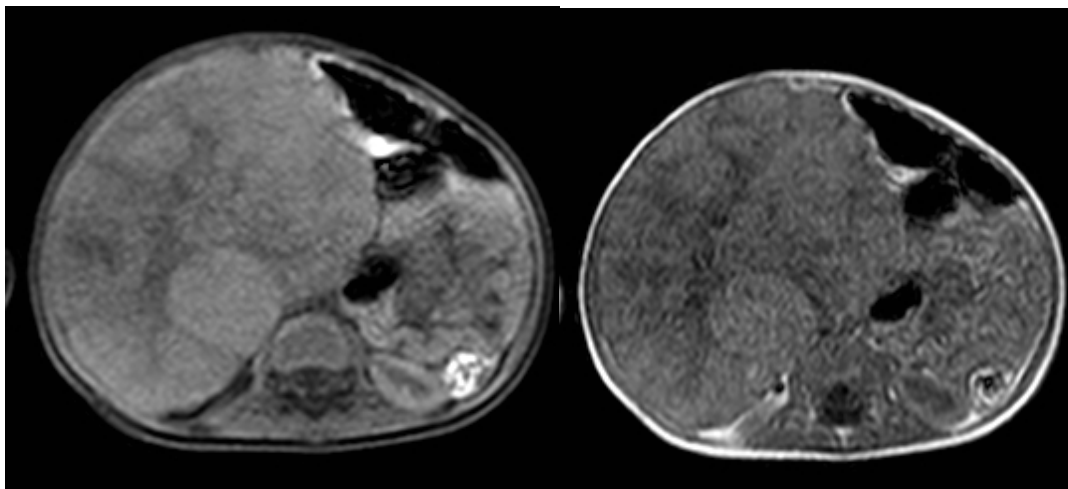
A y B. Paciente de 50 meses de sexo masculino que consultó por dolor abdominal. Cortes axiales de TC con contraste que demuestran masa hipodensa que compromete los segmentos hepáticos V y VI derecha que corresponden a las secciones anterior derecha y posterior derecha; en este caso se asignó el grupo PRETEXT II.
